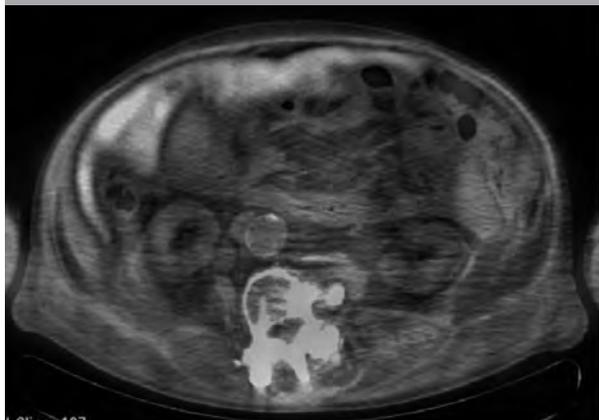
CT-PET demostrando captación de la 18 FDG en cavidad abdominal (corte transversal).
